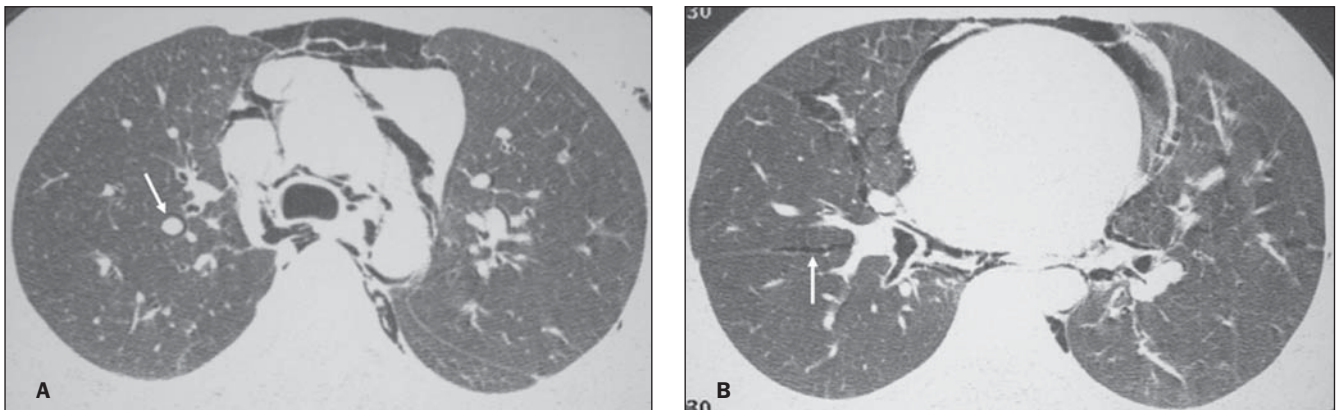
Tomografia computadorizada de alta resolução com cortes ao nível da bifurcação brônquica (A) e da região cardíaca superior (B) evidenciando a presença de ar livre dissecando as estruturas mediastinais, brônquios e vasos pulmonares (seta em A). Notar também a presença de pequeno pneumotórax bilateral, com ar na cissura oblíqua à direita (seta em B).
